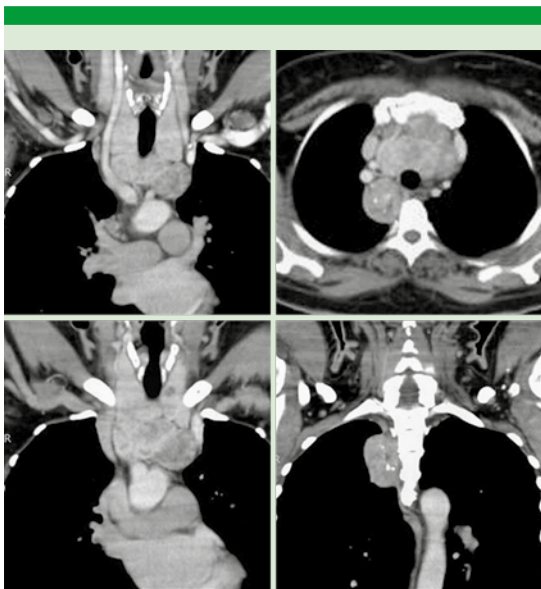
Diferentes proyecciones de la tomografía de tórax que muestra el bocio intratorácico que comprime venas yugulares.
